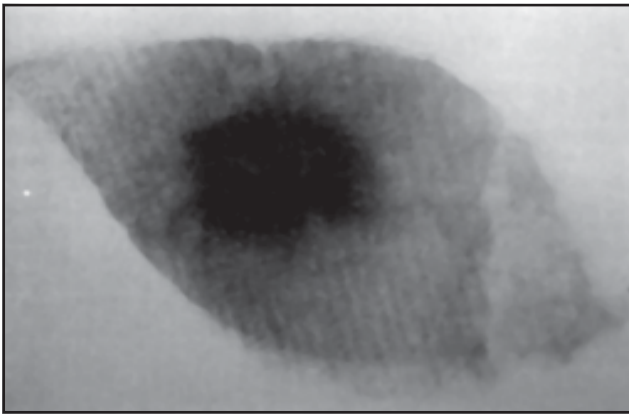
Roentgenograma de un carcinoma realizado por Salomon (referencia 7).
